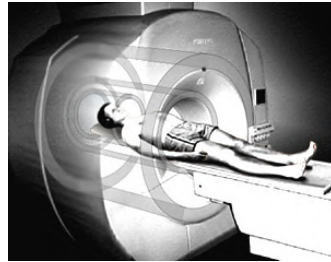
L'IRM est utilisée pour l'imagerie de tous les organes du corps.
